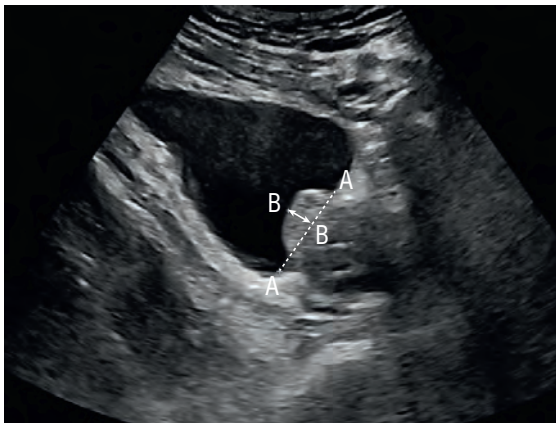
Оценка внутрипузырной протрузии предстательной железы (интравезикальной простатической протрузии) при ТАУЗИ, В-режим, продольное сканирование. Условная линия (пунктир) проведена как продолжение стенок мочевого пузыря, не затронутых протрузией. Измерение перпендикуляра (двойная стрелка) от наиболее выступающей точки предстательной железы до условной линии в области дна мочевого пузыря
